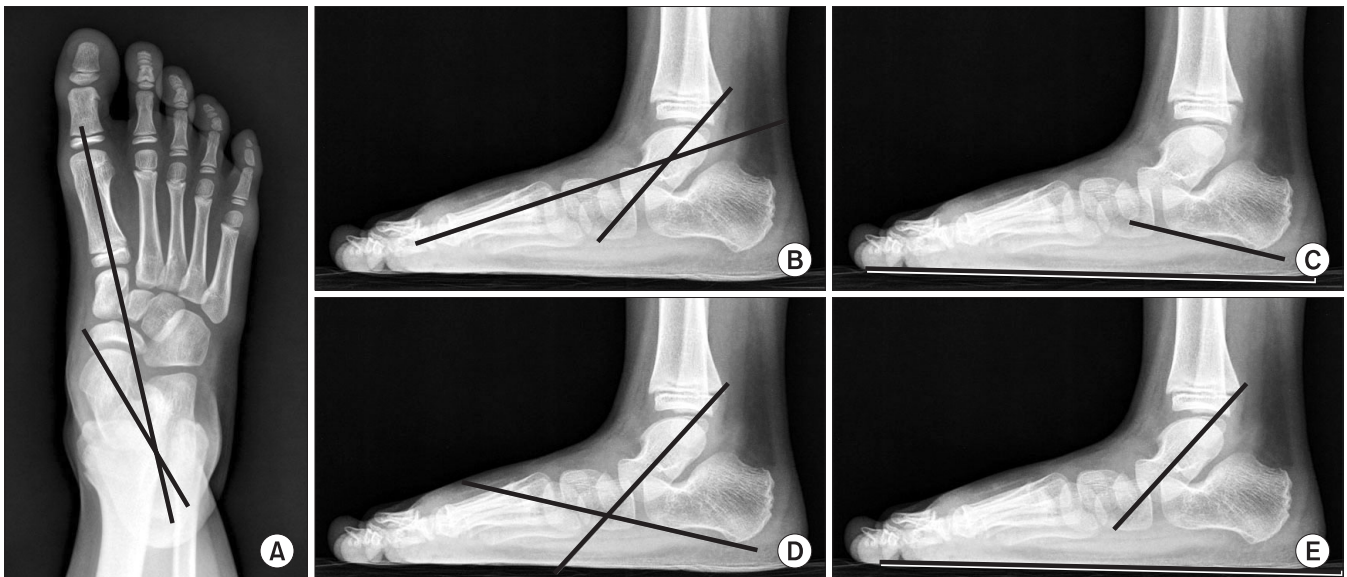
Radiographic indices in a flatfoot. (A) Anteroposterior view: talo-1st metatarsal angle. (B) Lateral view: talo-1st metatarsal angle. (C) Lateral view: calcaneal pitch. (D) Lateral view: talocalcaneal angle. (E) Lateral view: talo-horizontal angle.
